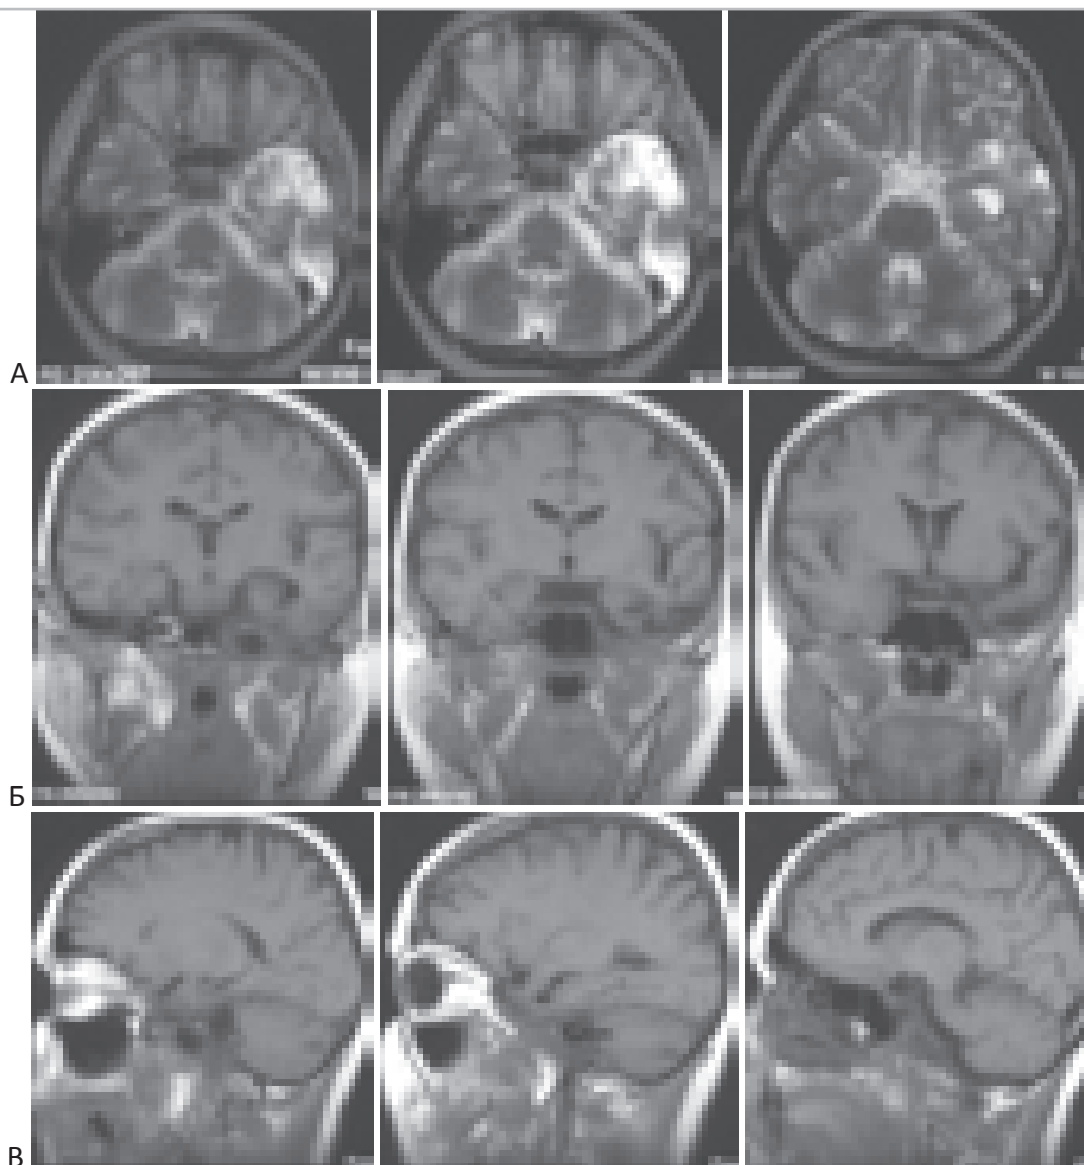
МРТ через 6 лет после операции – удаления хордомы левой половины средней черепной ямки. Больная Г-а. “А” – T2-взвешенные томограммы в аксиальной проекции. “Б” – T1-взвешенные томограммы во фронтальной проекции. “В” – T1-взвешенные сагиттальные томограммы. Признаков опухоли не выявлено. Видны послеоперационные изменения и скопление ликвора в месте удалённой опухоли.
